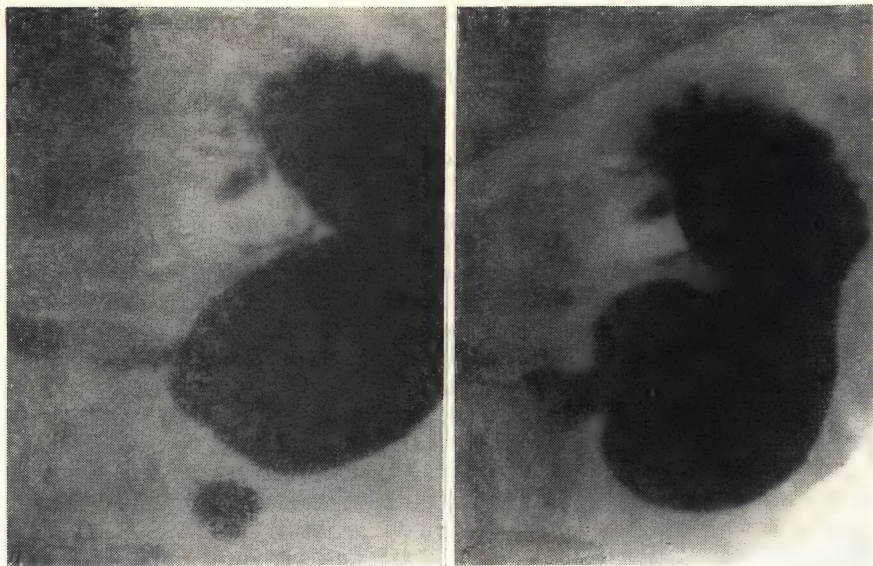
Ригидный антральный гастрит (рентгенограмма).
